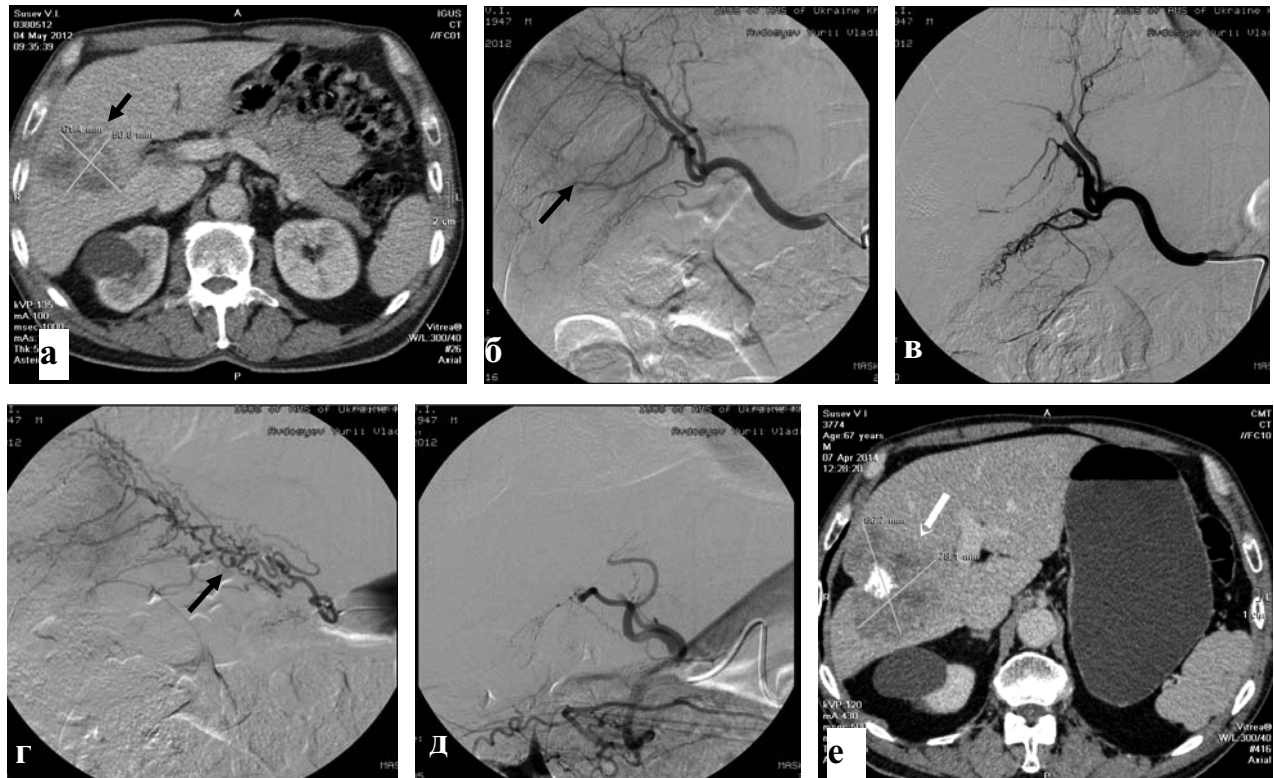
КТ и ангиограммы больного С., 65 лет с метастазами КРР в S<sub>5</sub> и S<sub>7</sub> сегменты печени до и спустя 2 года после ХЭПА: а) исходная КТ; б) исходная ангиограмма печени – визуализируются 2 гиперваскулярных метастаза (стрелка); в) ангиограмма после ХЭПА – опухолевые сосуды не визуализируются; г) ангиограмма спустя год после первых 2 курсов ХЭПА – определяется сеть коллатеральных сосудов к опухолевому узлу (стрелка); д) после химиоэмболизации путей перетоков – опухолевый очаг не визуализируется; е) контрольная КТ спустя 2 года после 6 курсов ХЭПА – отмечается незначительное увеличение опухоли в размерах (стрелка). Больной жив и продолжает получать регионарную химиотерапию
